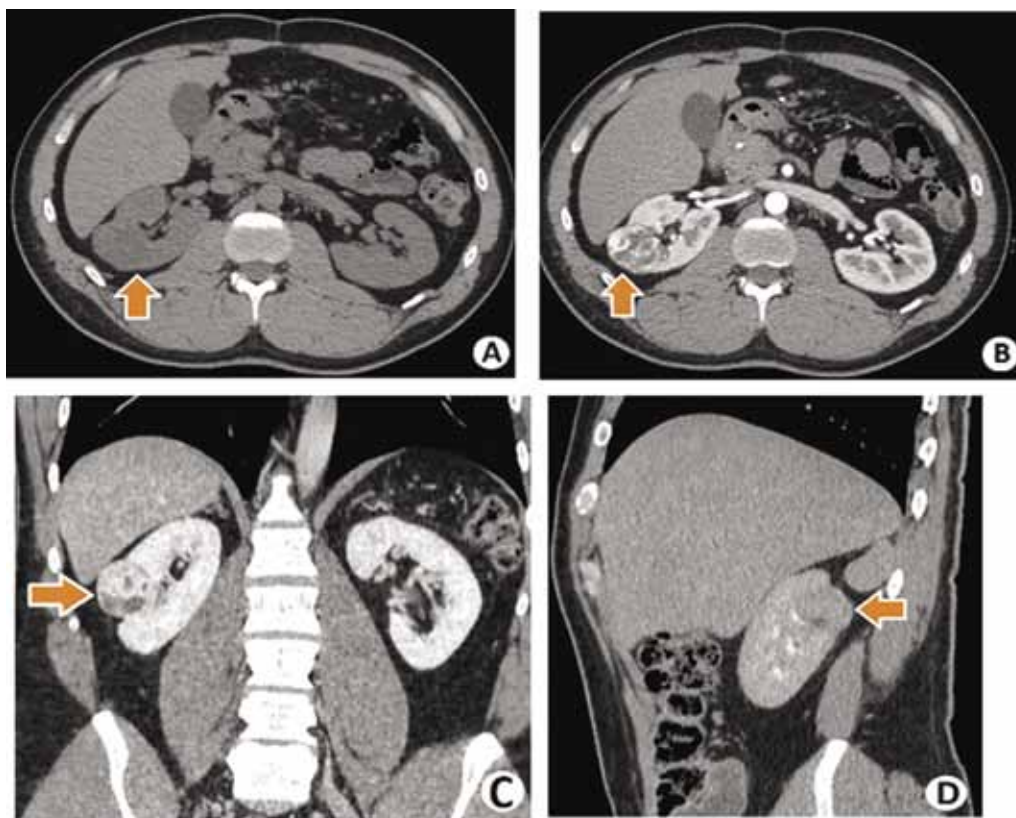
Компьютерная томография в нативную (А), артериальную (В) (аксиальная проекция), паренхиматозную (С) (корональная проекция) и выделительную (D) (сагиттальная проекция) фазы сканирования. Патологическое образование в верхней трети левой половины почки (оранжевая стрелка)
